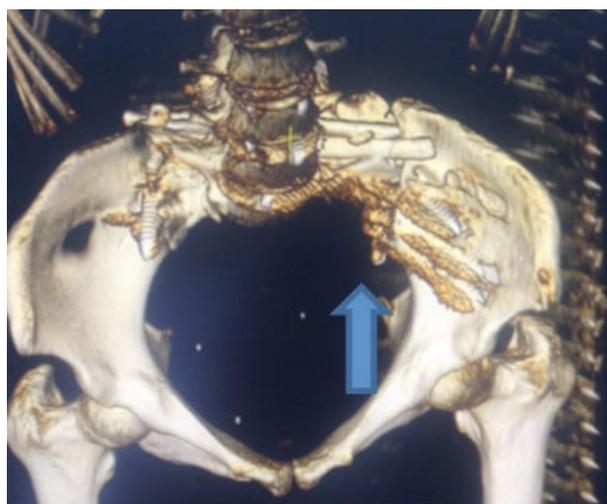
3D СКТ реконструкция таза через полгода после 2 этапа (стрелками указан формирующийся спондилоилиодез).
